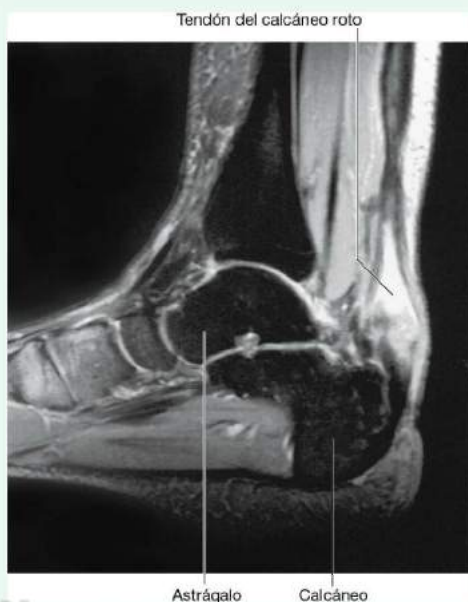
Tobillo que muestra un tendón del calcáneo roto. Resonancia magnética potenciada en T2 en el plano sagital.
